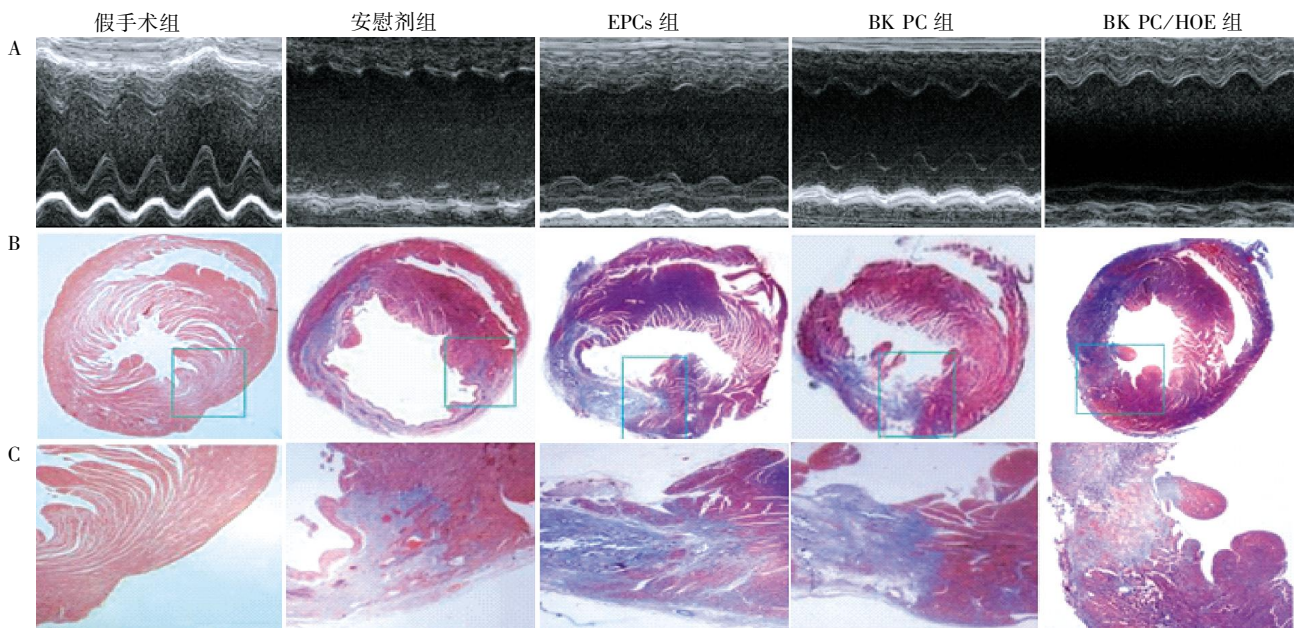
超声心动图(A)检测各组心功能变化以及横断面 Masson 染色(B,×10;C,×100)显示梗死面积
